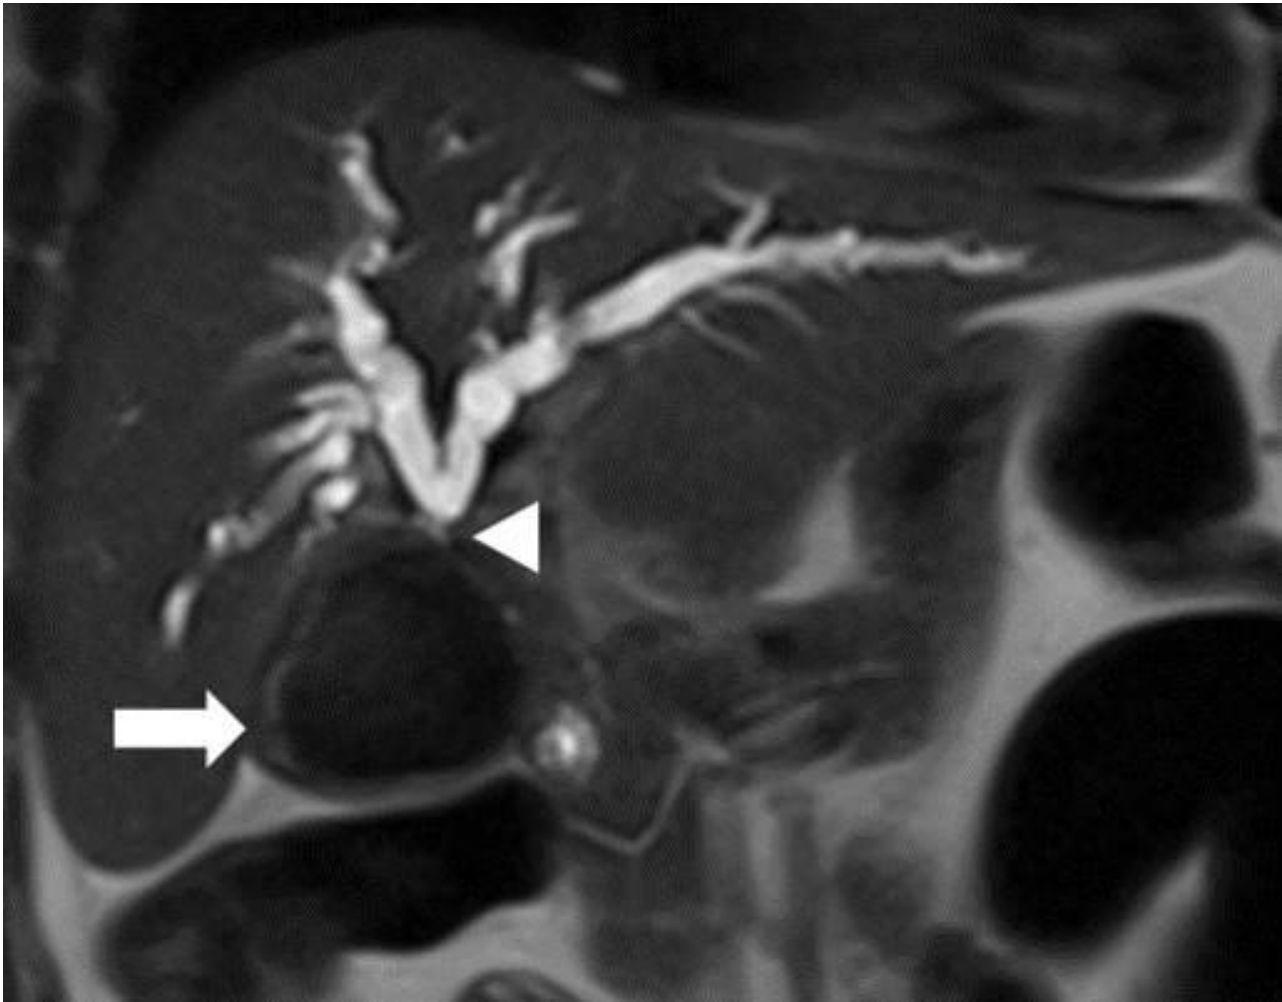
RM ponderada em T2, no plano coronal, mostra marcado hipossinal do cálculo (seta) e confirma a moderada dilatação da via biliar intra-hepática, a montante ao ducto hepático comum (ponta de seta), com aparente efeito compressivo do cálculo sobre vias biliares.
